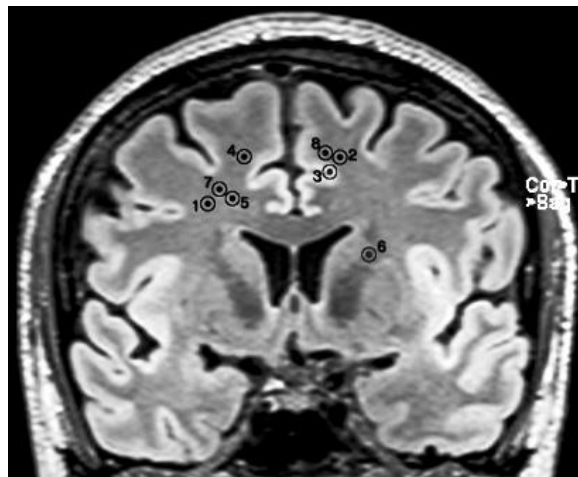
Projections of each site of BNMR on a coronal view in MRI. Numbers refer to patient in table 1.
